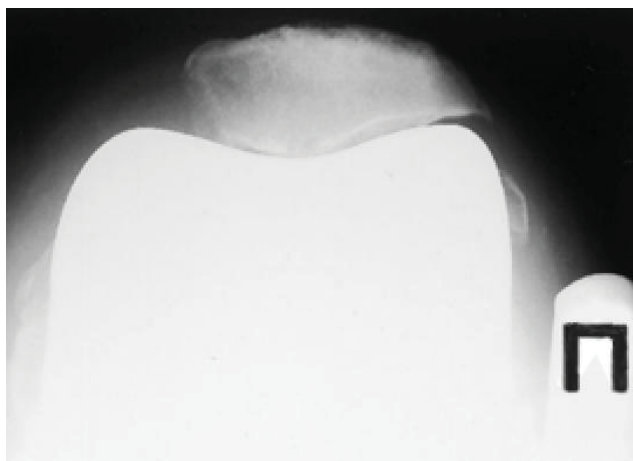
Пациент А., II группа. Аксиальная рентгенограмма до операции: тотальная гиперпрессия надколенника.
